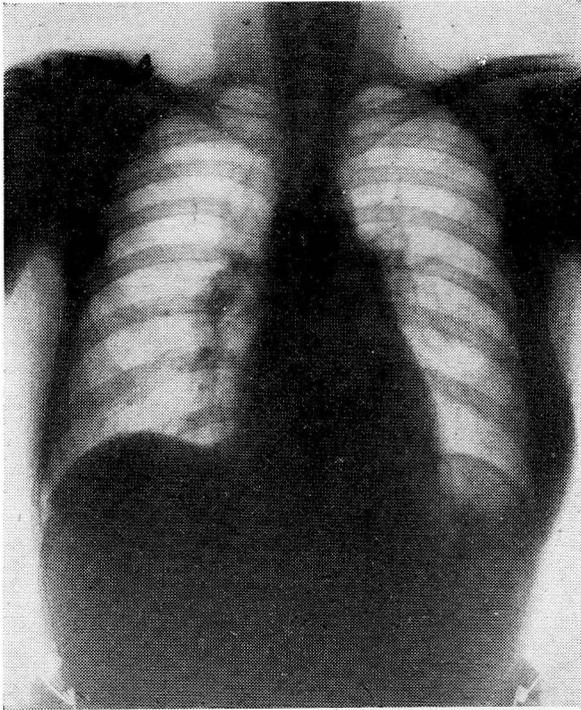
Obs. N° 1. B. de B. A. Area cardíaca normalizada. Ligerá acentuación del arco medio. Radiografía post-operatoria.
